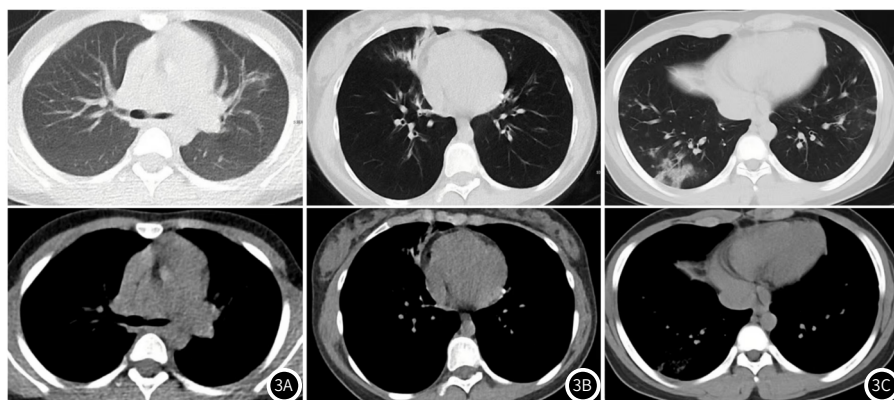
图3C 显示不同管电压扫描条件下的胸部CT的肺和纵隔窗，3A为70kV扫描条件下的CT图像，图中显示噪声较大，左肺上叶舌段的炎症病灶显示模糊，综合Likert评分为3分，3B为Sn100kV的CT图像，图中显示噪声较小，右肺中叶炎症和内部的支气管充气征显示基本清晰，综合Likert评分为4分，3C为100kV的CT图像，图中显示噪声小，两肺下叶肺炎显示基本清晰，综合Likert评分为4分。这些图像对比说明，Sn100kV图像质量较70kV更好，较100kV质量和诊断效能相当。
